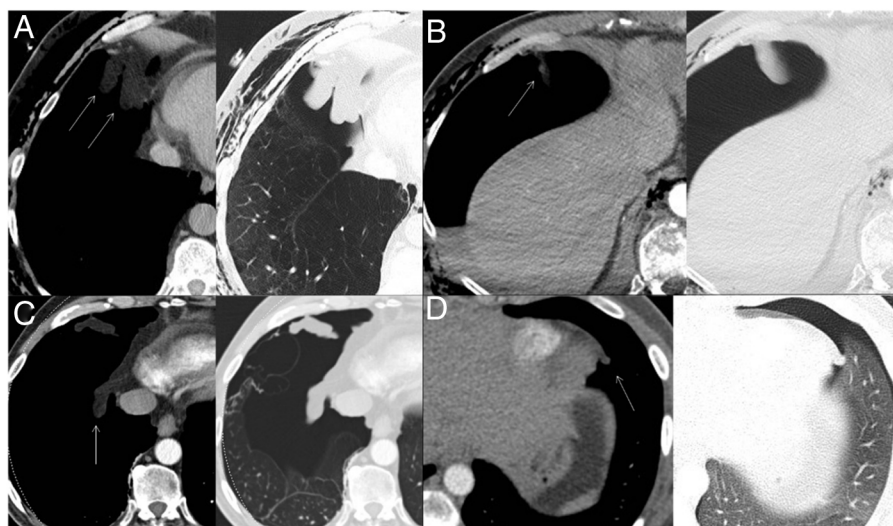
Apéndices pleurales de varios tamaños, demostrados mediante tomografía computarizada con ventana de pulmón y mediastino en 4 pacientes (A, B, C, D) con neumotórax. Algunos penden de la pared torácica anterior (flecha en B) y otros de la grasa de los senos cardiofrénicos (flechas en A y D) o de la grasa pericava (flecha en C).
